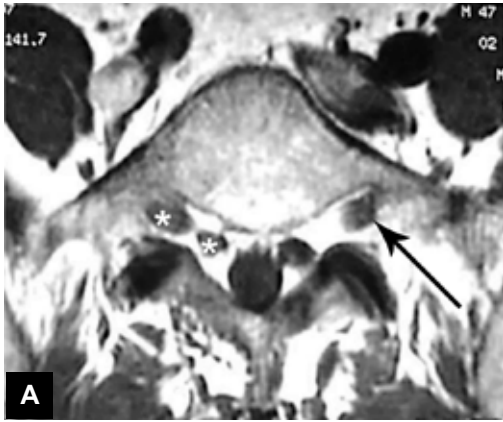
A y B. RM Axial T1 y T2 al nivel bajo de L-5. La vaina radicular L-5 derecha (*) se observa ensanchada y la izquierda tiene aspecto normal (Flecha larga). La vaina S-1 izquierda muestra en T2 (B) dos raíces (Flecha corta).
